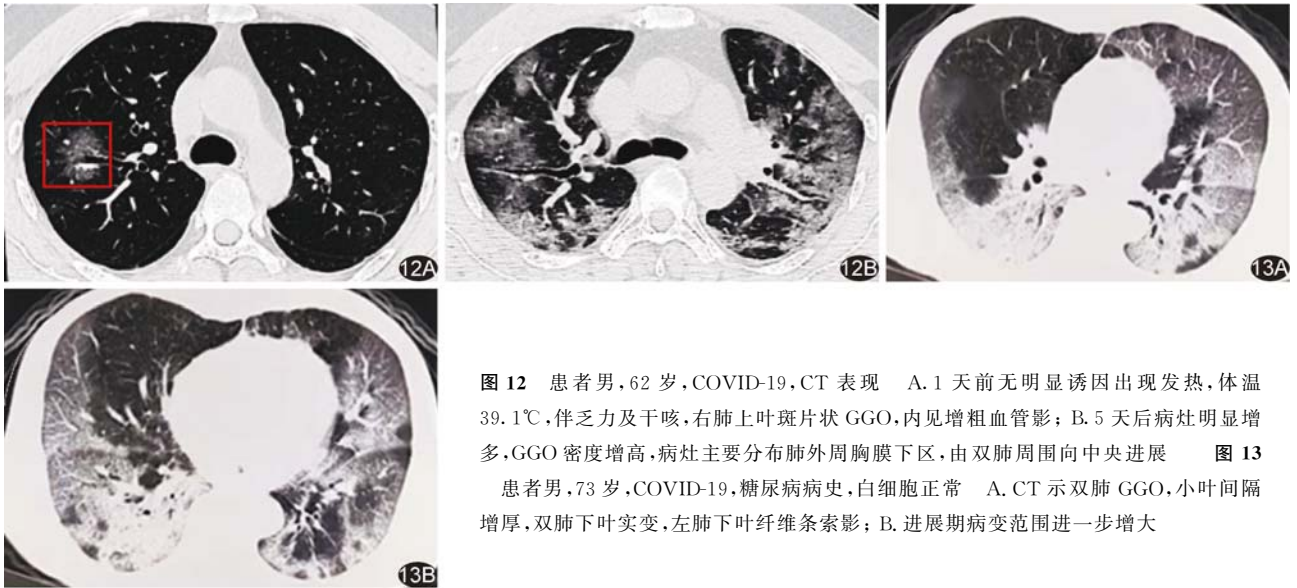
患者男, 62 岁, COVID-19, CT 表现 A. 1 天前无明显诱因出现发热, 体温 39.1℃, 伴乏力及干咳, 右肺上叶斑片状 GGO, 内见增粗血管影; B. 5 天后病灶明显增多, GGO 密度增高, 病灶主要分布肺外周胸膜下区, 由双肺周围向中央进展 图 13 患者男, 73 岁, COVID-19, 糖尿病病史, 白细胞正常 A. CT 示双肺 GGO, 小叶间隔增厚, 双肺下叶实变, 左肺下叶纤维条索影; B. 进展期病变范围进一步增大
